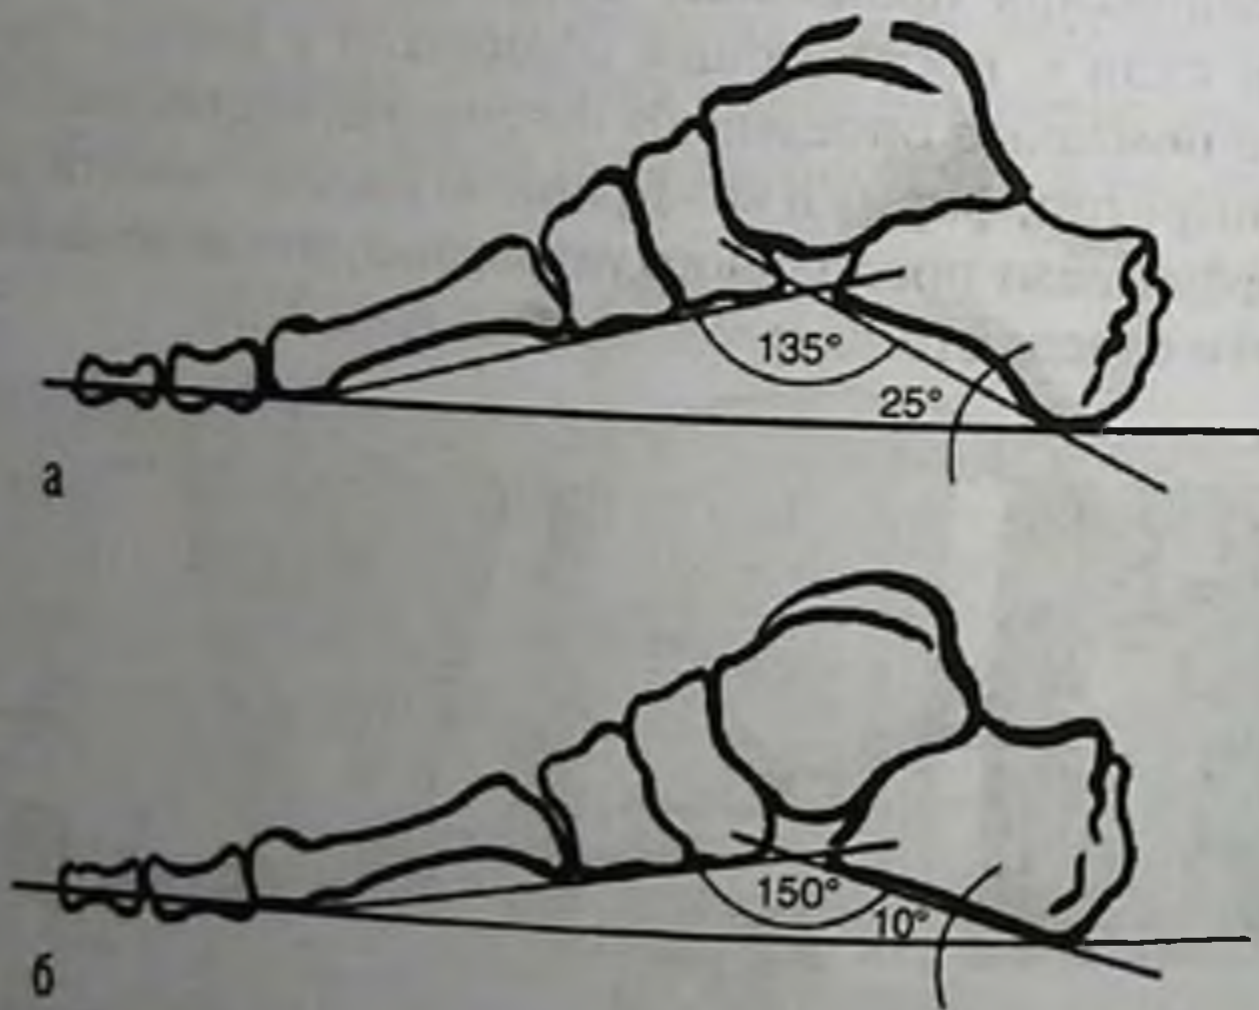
Рентгенодиагностика плоскостопия. Разметка боковой рентгенограммы стопы:
